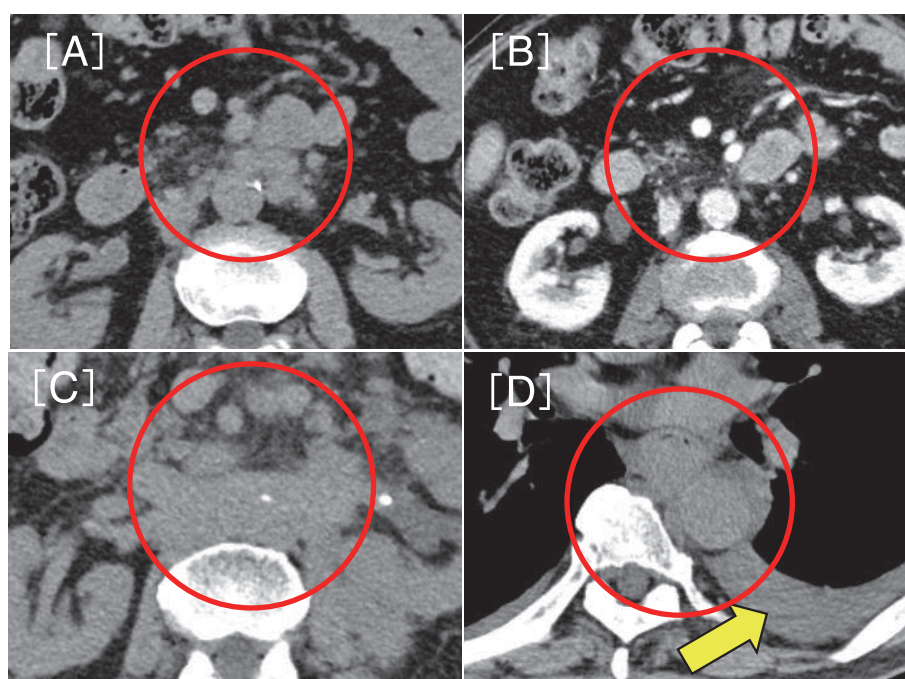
CT (A) Six months after total cystectomy, the patient had para-aortic lymph node metastasis. (B) After 5 courses of GC therapy, the para-aortic lymph nodes were markedly reduced and complete response was achieved. (C) Three months after completion of GC therapy, the aortic lymph node metastasis was found to be enlarged again. (D) After administration of pembrolizumab, further aortic lymph node metastasis and mediastinal lymph node metastasis occurred, resulting in esophageal stenosis and pleural effusion.
